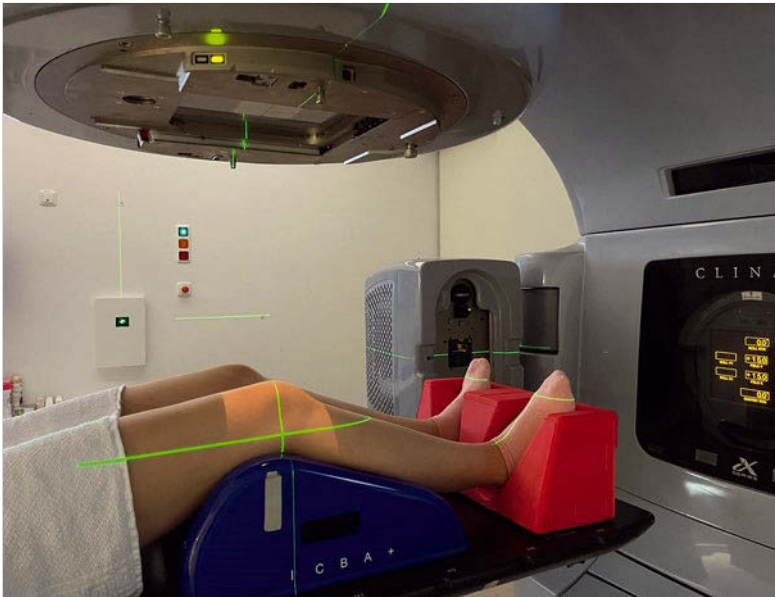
Röntgentiefenbestrahlung.
